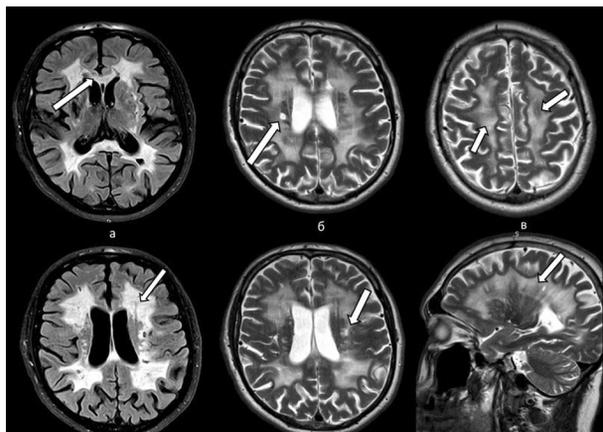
МР томограммы, аксиальная и сагиттальная плоскости, (а), T2 ВИ (б, в).
